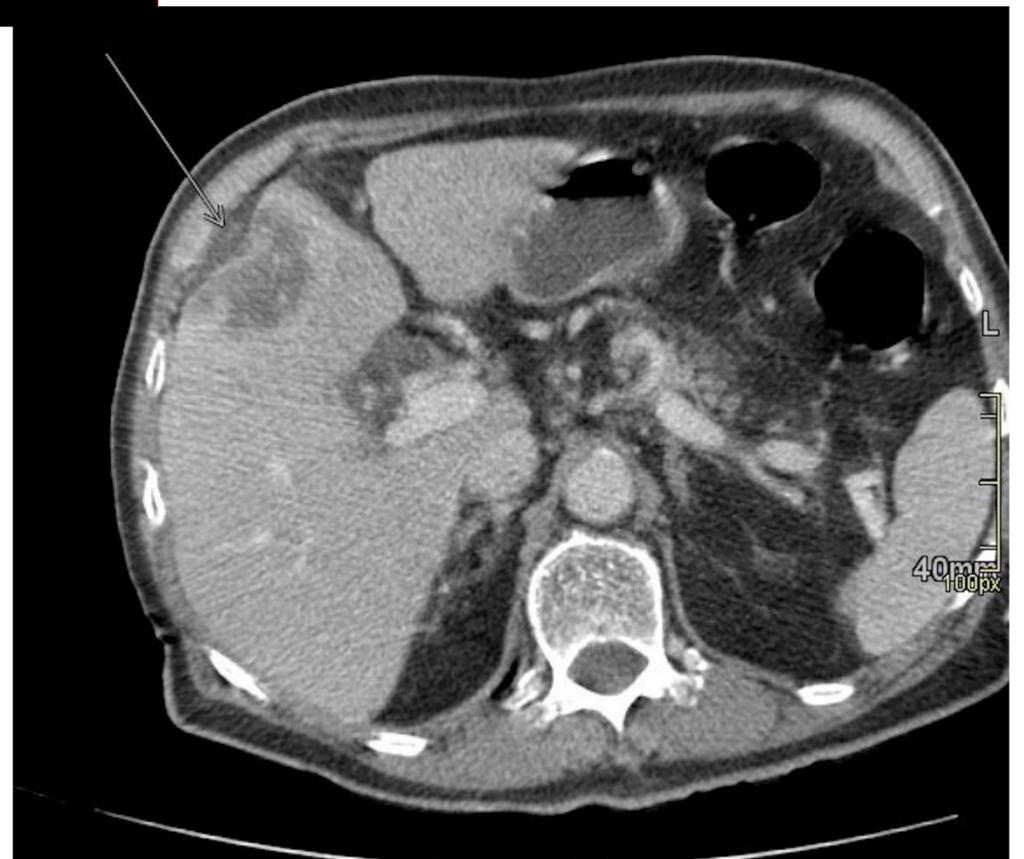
TC abdomino-pélvico (cortes axiales) tras la administración de CIV fase venosa.
